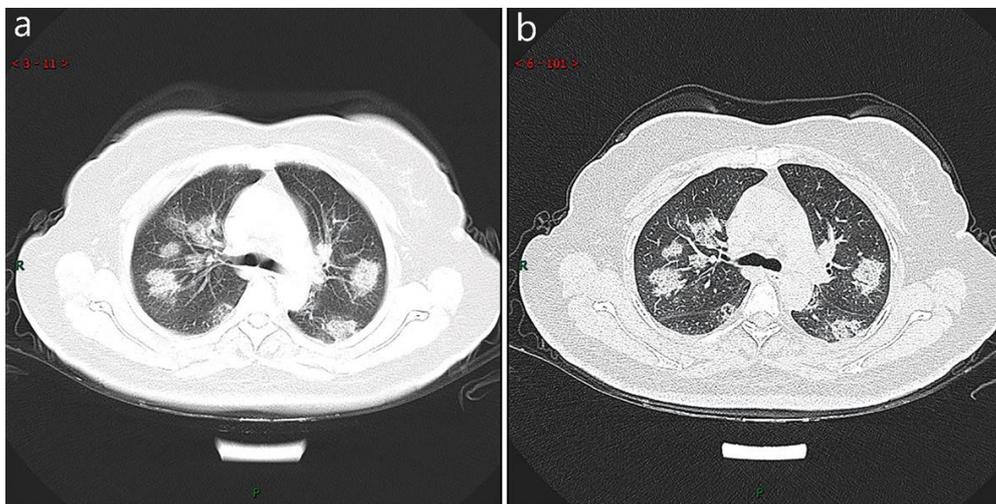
TC de progresión rápida. Una mujer de 50 años con anorexia, fatiga, dolor muscular, congestión nasal y secreción nasal durante 1 semana, dolor y picazón en la garganta durante 2 días. a)TC cortes finos y b)TC de alta resolución, mostraron múltiples parches y consolidados bilaterales y engrosamientos de los tabiques interlobulares como cuadrícula.(1)
